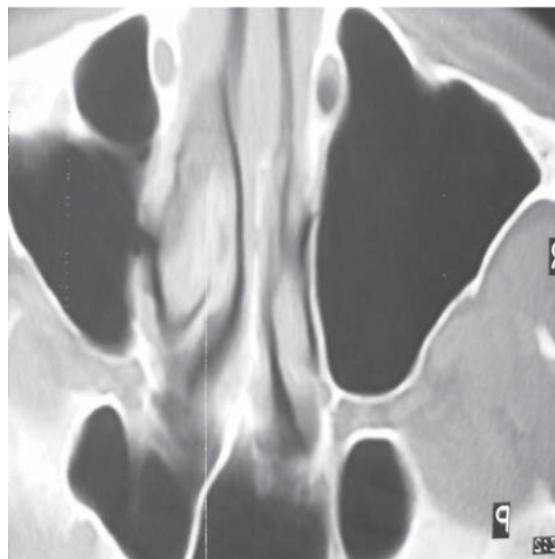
Компьютерная томограмма пациента Н., 32 лет, после эндоскопической операции на правой верхнечелюстной пазухе через мини-доступ по поводу кисты через 6 мес.
